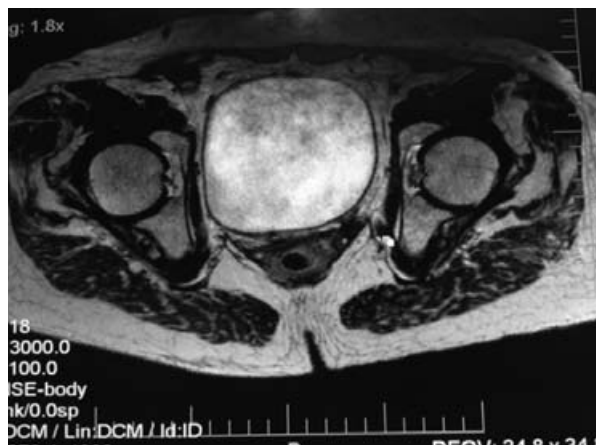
Магнитно-резонансная томография органов малого таза. Отсутствие влагалшично-прямокишечного свища
